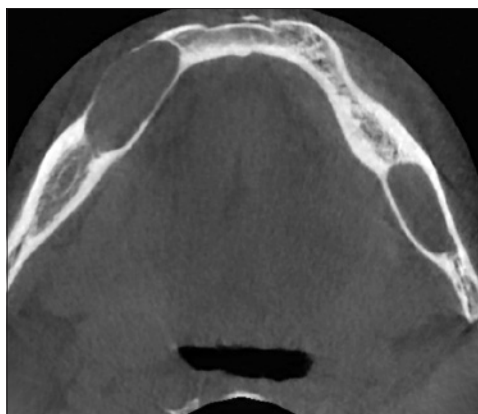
CBCT. Ucisk kanału nerwu zębodołowego prawego przez zmianę.
